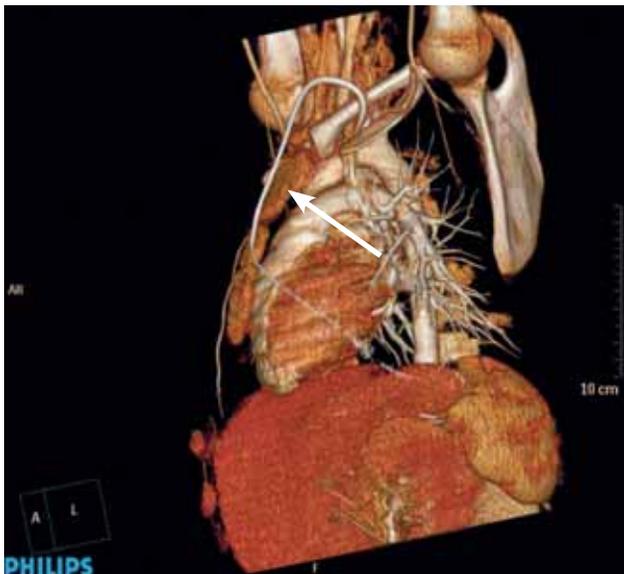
3D-реконструкция компьютерной томограммы грудной полости пациента. Вид слева. Подключичный катетер проходит в левую верхнюю полую вену (указан стрелкой)
